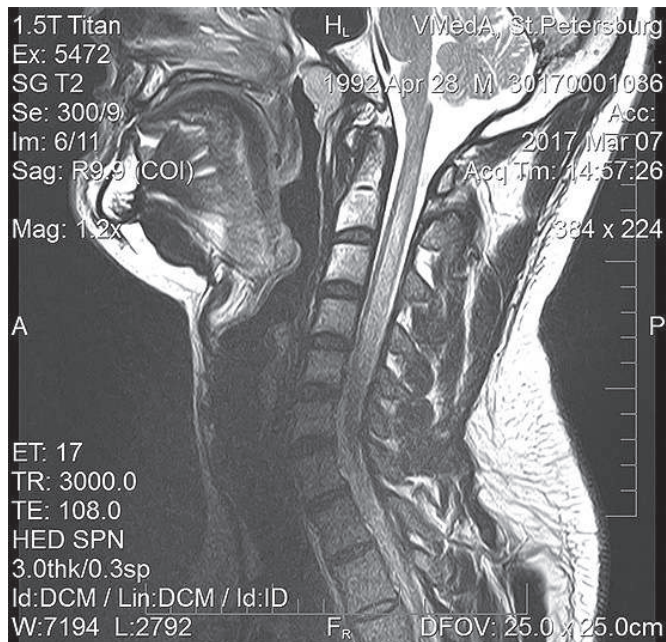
МРТ шейного отдела позвоночника в динамике (4 мес после начала терапии).
